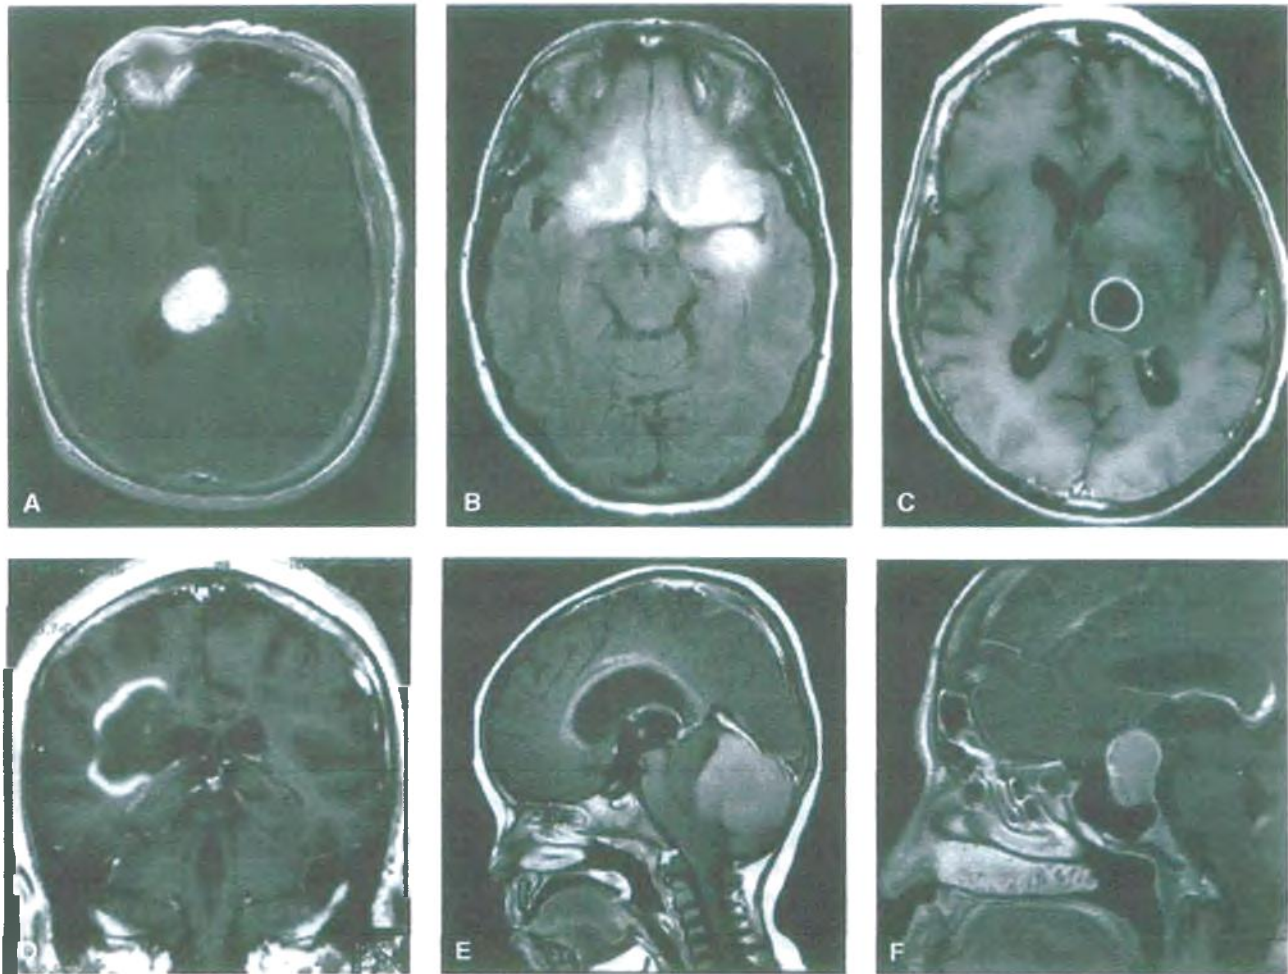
Neuroimagen, el recurso del patólogo moderno para la inspección macroscópica. Las técnicas contemporáneas de neuroimagen permiten contar con un primer acercamiento "macroscópico" de las lesiones del sistema nervioso central y constituyen una fuente de información muy rica, que puede ser utilizada por los patólogos para realizar un diagnóstico diferencial más preciso antes de la toma de biopsia quirúrgica y el estudio de los tejidos. Se muestran ejemplos representativos de imágenes de resonancia magnética que demuestran la gran utilidad de la información obtenida en seis lesiones cerebrales distintas. A. Masa bien delimitada localizada dentro del ventrículo lateral que se refuerza con el medio de contraste (meningioma de plexo coroideo). B. Hiperintensidad difusa de ambos lóbulos frontales y del lóbulo temporal izquierdo (glioma infiltrante). C. Masa con reforzamiento uniforme de la pared en forma de anillo en el tálamo izquierdo (absceso piógeno). D. Lesión con reforzamiento del borde en forma de C
